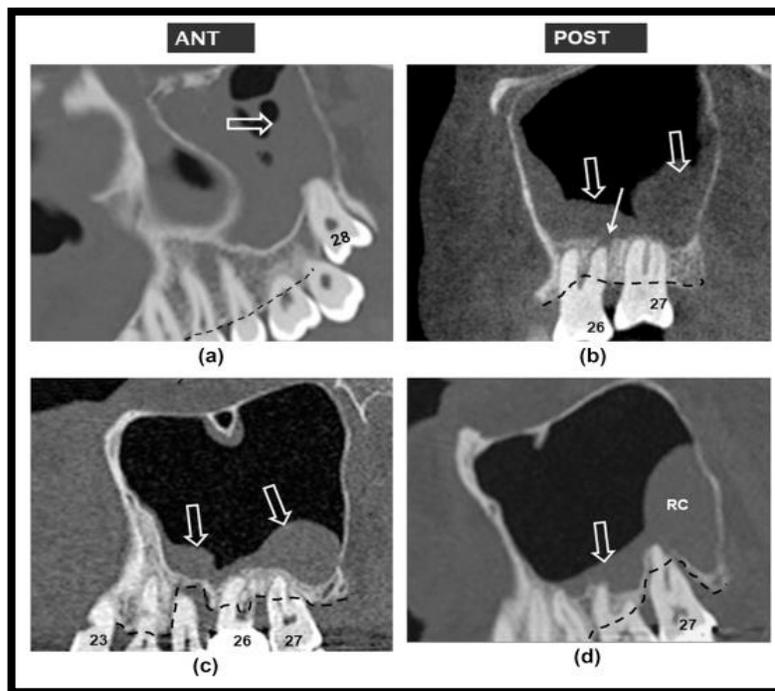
Niveles óseos alveolares normales y pérdida ósea debido a periodontitis. Reconstrucciones sagitales oblicuas del maxilar izquierdo a partir de TC multidetector (a, d) y CBCT (b, c). El nivel de la cresta alveolar en cada imagen se muestra como una línea negra discontinua. (a) Nivel normal de la cresta alveolar en este adulto joven que tiene sinusitis maxilar izquierda aguda ; no se evidenció ninguna causa odontogénica (el impacto vertical y sin erupción 28 no es relevante). Las secreciones neumáticas están presentes en el seno maxilar izquierdo ampliamente opacificado (flecha blanca abierta). (b) Pérdida ósea alveolar horizontal leve alrededor de 27 con pérdida ósea ligeramente más marcada y vertical alrededor del 26 extruido. Además, hay una pequeña lucidez periapical asociada con el ápice distobucal de 26 (flecha blanca) y el engrosamiento de la mucosa lobular moderada en la parte inferior del seno maxilar (flecha blanca abierta). (c) La pérdida de hueso alveolar se clasifica como leve y horizontal alrededor de 23 y 24, marcada y vertical alrededor de la cara distal de 25 que se extiende hasta el ápice y de severidad moderada y de tipo horizontal alrededor de 26 y 27. Hay MT moderada en la parte inferior aspecto del seno maxilar (flecha blanca abierta). (d) Pérdida ósea vertical de moderada a marcada alrededor de 27 con pérdida ósea horizontal moderada alrededor de 26. Hay un engrosamiento de la mucosa en la cara inferior del seno maxilar izquierdo (flecha blanca abierta) con un quiste de retención (RC) situado posteriormente. ¹¹
